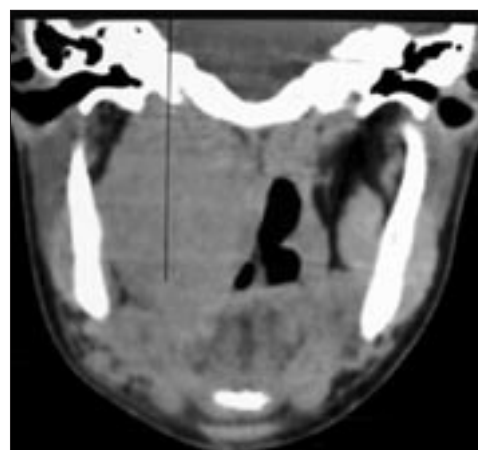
КТ: каротидная параангиома справа.
